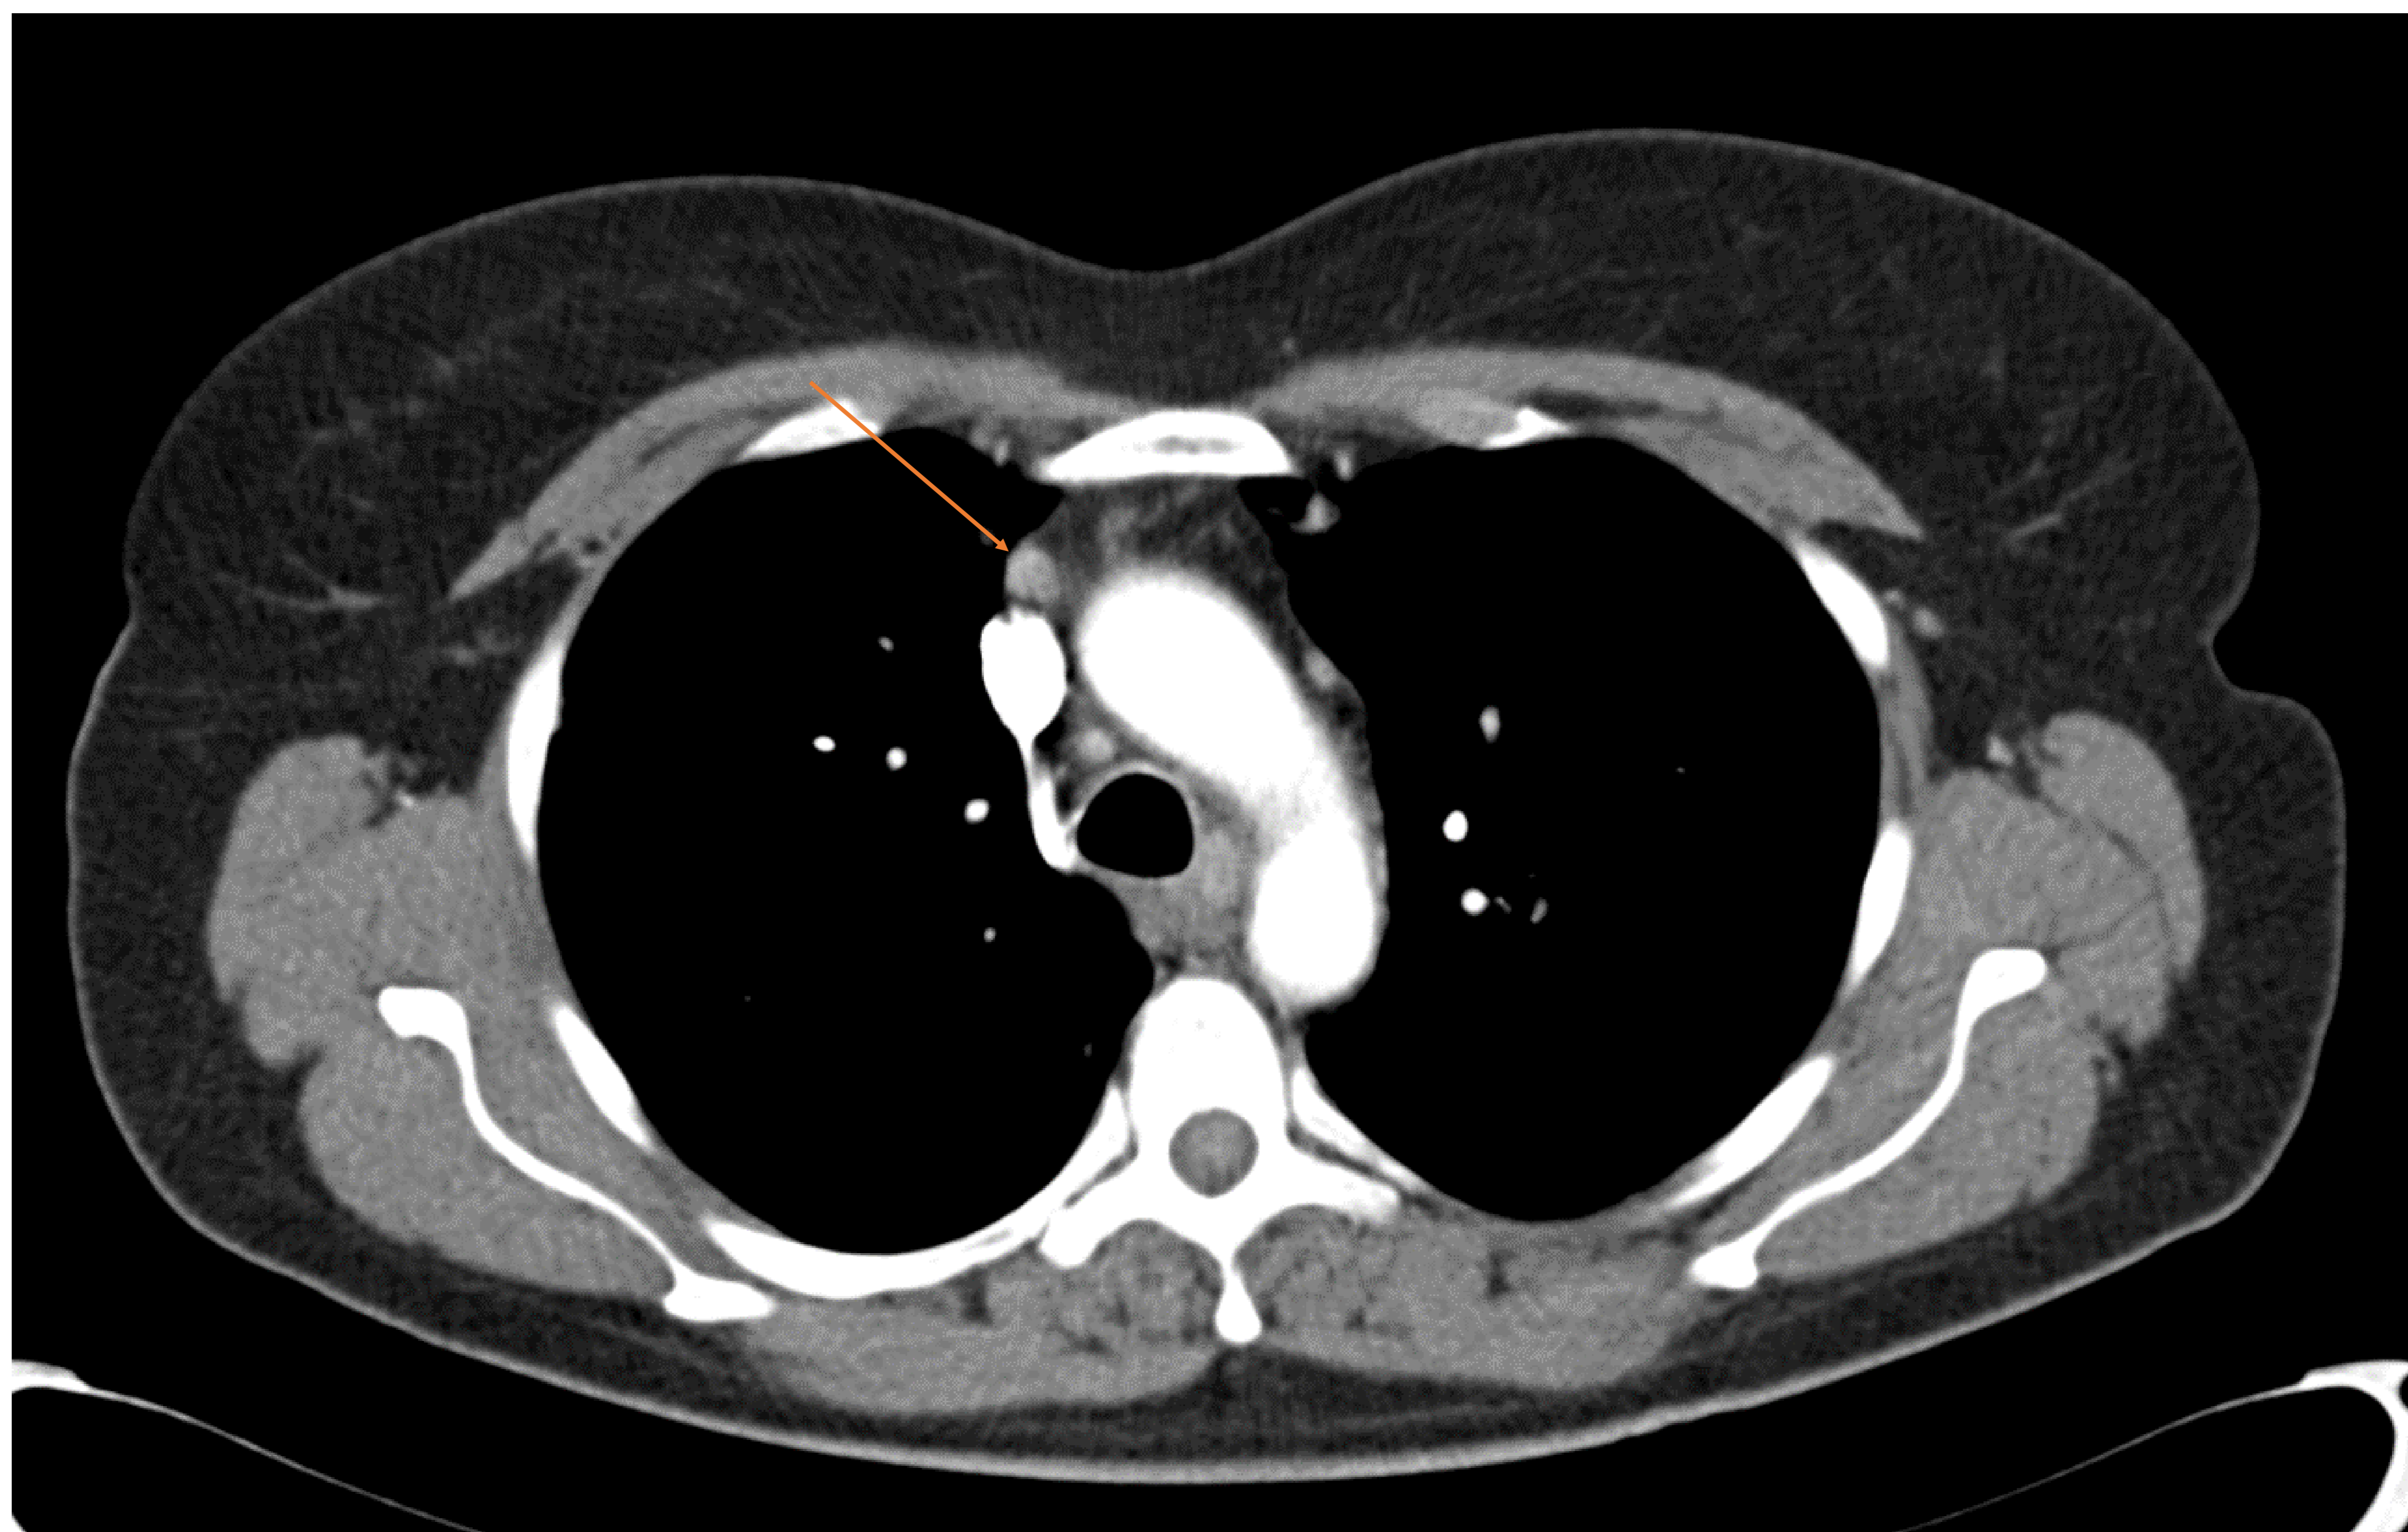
TC de tórax con CIV. Pequeño ganglio prevascular que muestra intenso realce tras la administración de contraste intravenoso en paciente con enfermedad de Castelman conocida.
